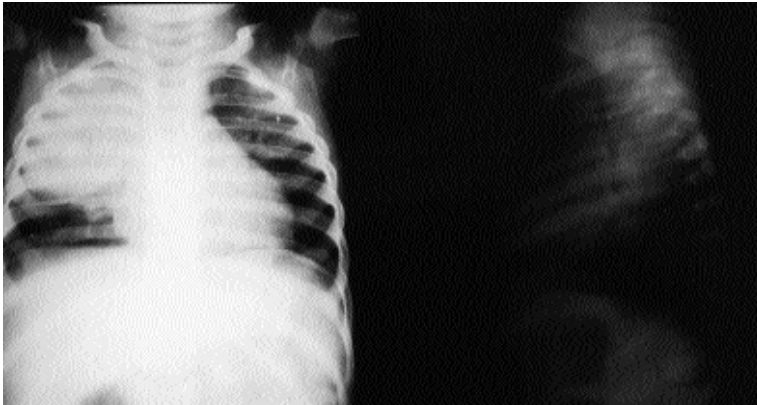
Quadro radiografico del torace nelle due proiezioni in cui si evidenzia un opacamento sub-massivo dei campi polmonari superiore e medio di destra.
